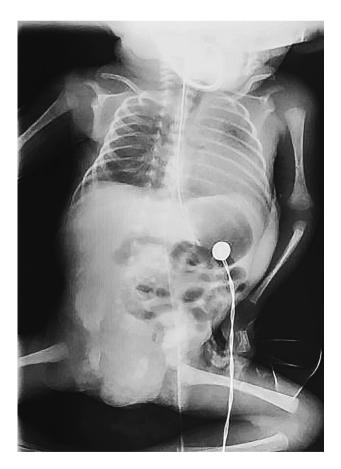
Рентгенография окружности грудной клетки, выполненная в первый час жизни
